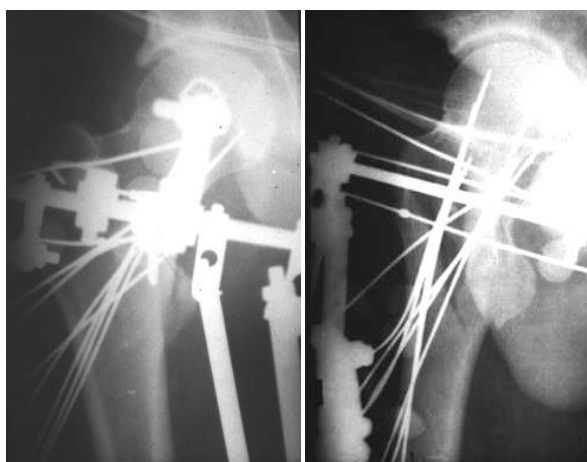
Рентгенограммы больного С., 31 года, после произведенного чрескостного остеосинтеза
